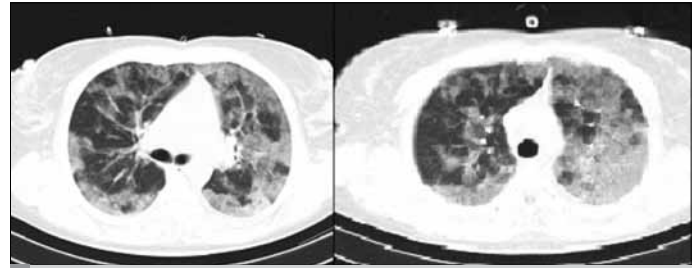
Yoğun bakıma giriş grafisi
